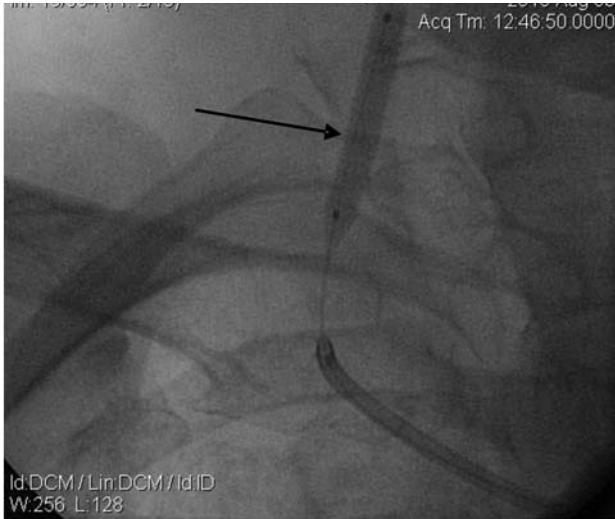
Рентгенконтрастна артеріографія хворої Д. Роздування балону в просвіті правої ХА.
